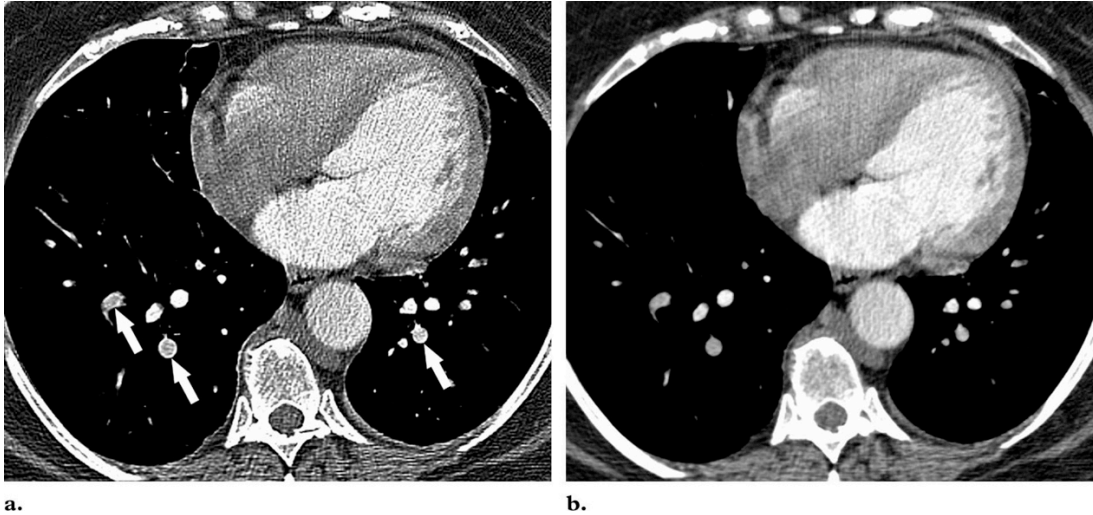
Artefacto del pulmón en una mujer de 70 años con disnea. (a) La tomografía computarizada obtenida con un algoritmo con medio de contraste, muestra un artefacto de algoritmo pulmonar que imita la embolia pulmonar aguda (flechas). Este hallazgo se ve cuando se observa con ventanas específicas de embolias mediastínicas o pulmonares y se manifiesta como un anillo brillante alrededor de las arterias pulmonares, particularmente si está asociado con un artefacto de flujo. (b) La exploración TC obtenida con el algoritmo estándar no demuestra este artefacto. No hubo embolia. . (RadioGraphics 2004; volume 24:1219 –1238).
